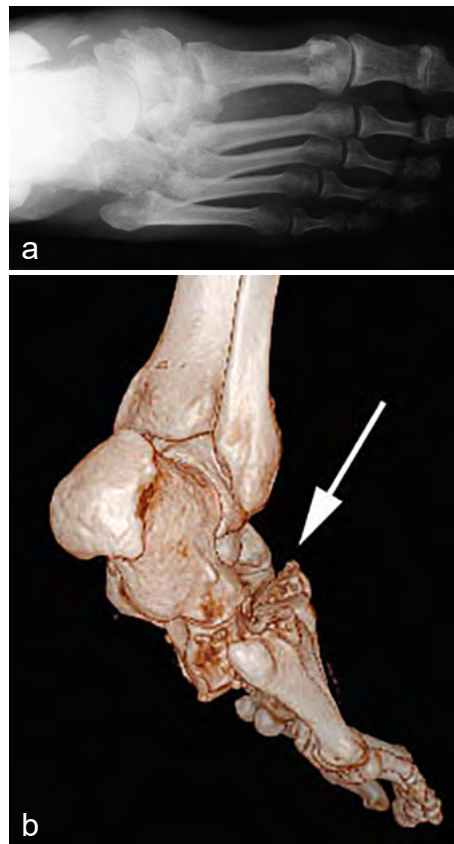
a und b: Röntgenologisch (a) stellt sich eine Luxation in der Lisfranc-Gelenklinie dar. In der CT (b) ist die dorsale Luxation des Mittel- und Vorfußes gegenüber der Fußwurzel zu erkennen.
